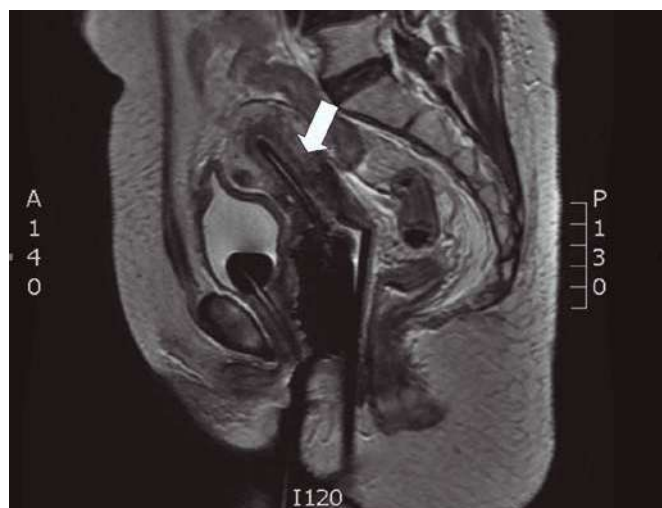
Plano sagital RMN. Visualización línea cervix/útero.
